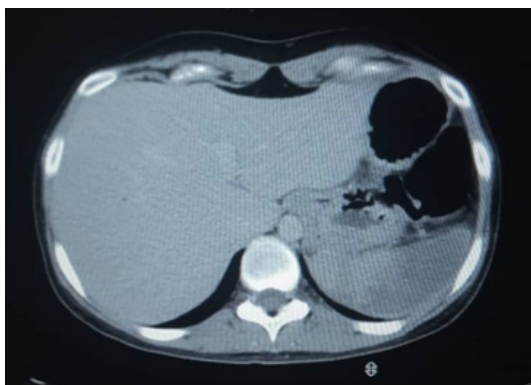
Tomografía Axial Computarizada simple de abdomen. Imagen sugestiva de hematoma esplénico
